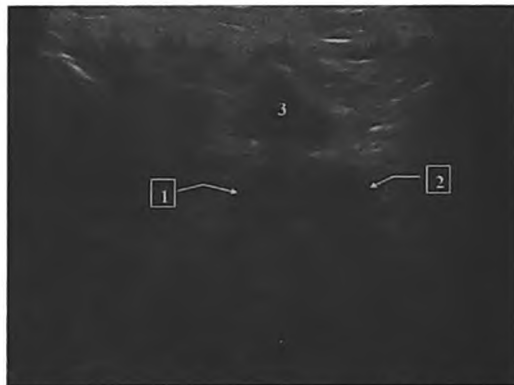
Трансперинеальное поперечное УЗИ КЖ. Прицельная эхограмма КЖ. 1 – правая КЖ, 2 – левая КЖ, 3 – луковица полового члена
